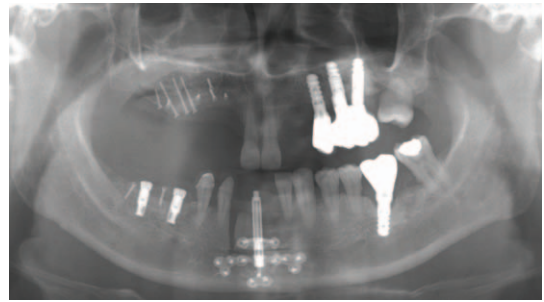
Panoramic radiograph showing the sinus lifting with iliac bone graft, onlay bone graft and implant fixture installation in the right mandibular posterior area and distraction osteogenesis on mandibular anterior region.
